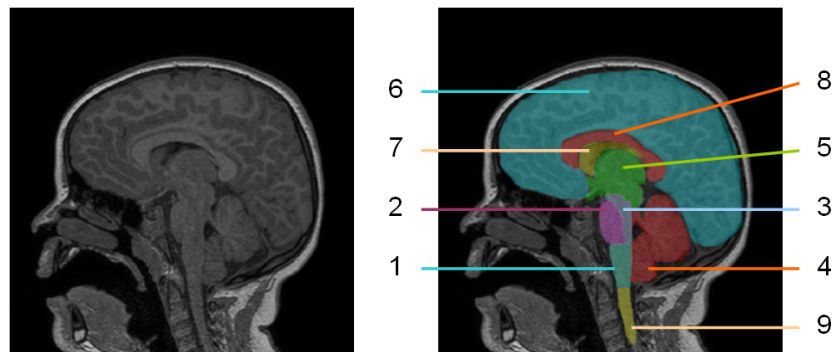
Anatomie de l'encéphale vu en coupe sagittale sur une image IRM. 1 : bulbe rachidien, 2 : pont de Varole, 3 : mésencéphale, 4 : cervelet, 5 : diencephale, 6 : télencéphale, 7 : ventricule, 8 : corps calleux, 9 : moelle épinière.
